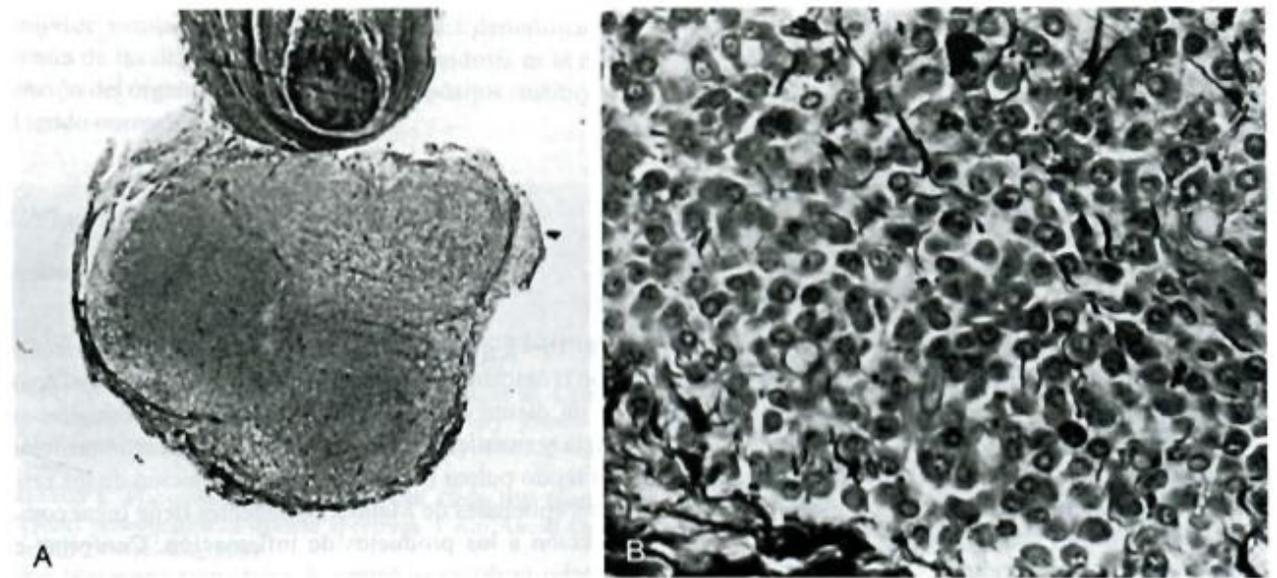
A*, microfotografía con poco aumento de un granuloma periapical. Nótese la punta de la raíz en la parte superior de la fotografía. *B*, la mayor ampliación muestra células inflamatorias, en su mayor parte células plasmáticas.
